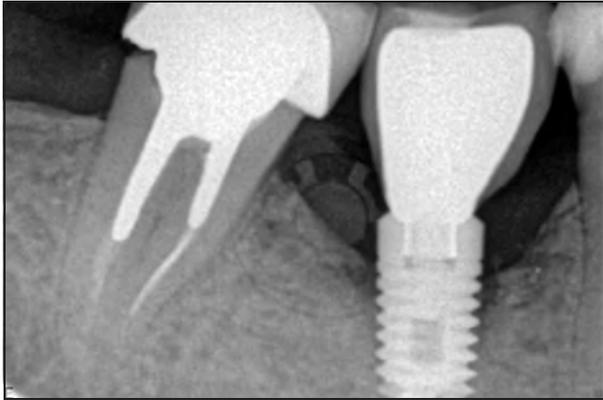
Une surveillance régulière avec une maintenance est indiquée tous les 6 mois et une radiographie sera faite localement au moins 1 fois par an. En cas de récurrence, le pronostic de l'implant est à réévaluer. Les résultats de ces traitements sont encore imprévisibles.
